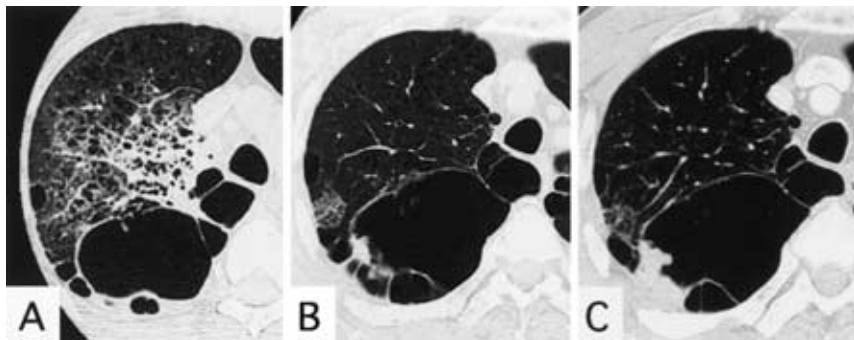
Case 5: A. Chest CT shows a small amount of fluid in the bulla and infiltration of the right upper lobe, but no tumor is observed. B. Chest CT 1.5 years after the treatment of the infected bullae shows a small nodule arising from the wall of a bulla. C. Chest CT shows an enlarged nodule.
